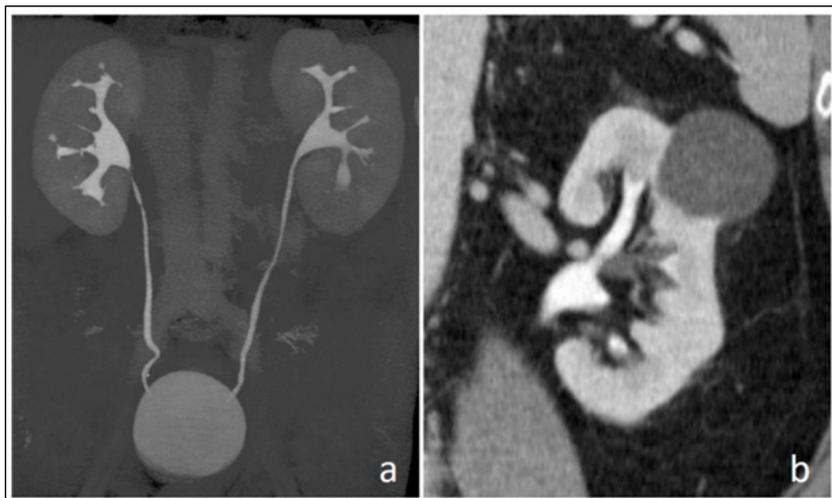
Urografía por Tomografía Computarizada (Uro-TC): Imágenes MIP (proyección de máxima intensidad) (a) y coronal (b). La administración de furosemida permite la distensión de todo el tracto urinario, sin artefactos de halo ("blooming artifacts") debido a la alta atenuación del medio de contraste intraluminal; la técnica de bolo dividido permite una evaluación simultánea luminal y parenquimatosa
